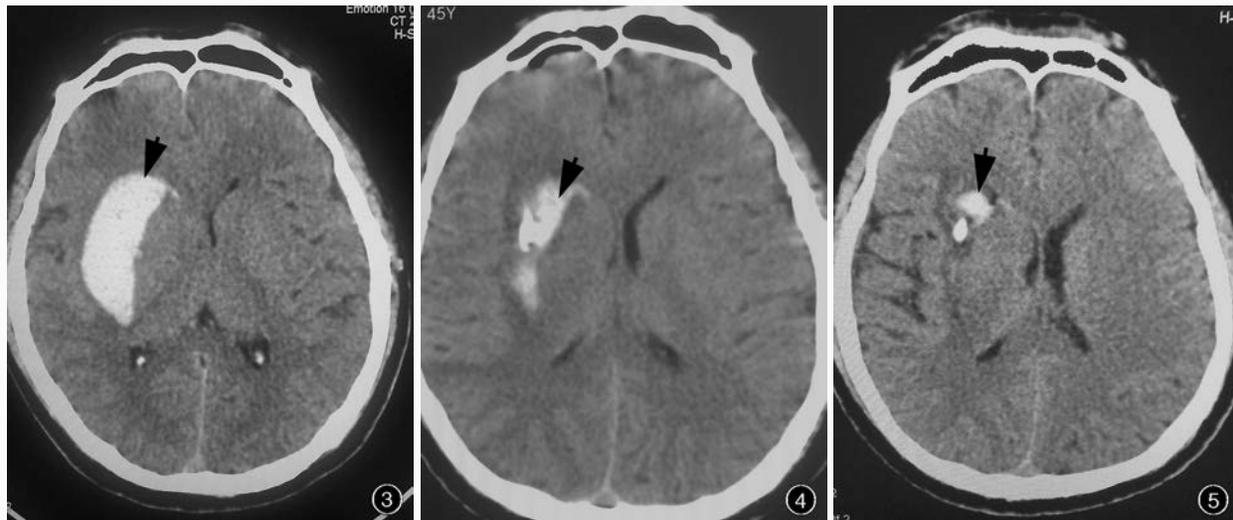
入院时头部CT检查显示,右侧基底节区出血,约30 ml(箭头所示) 图4 术后第3天CT检查显示血肿大部分清除,仅少量残留(箭头所示) 图5 术后第5天拔管前CT检查显示血肿基本消失(箭头所示)
